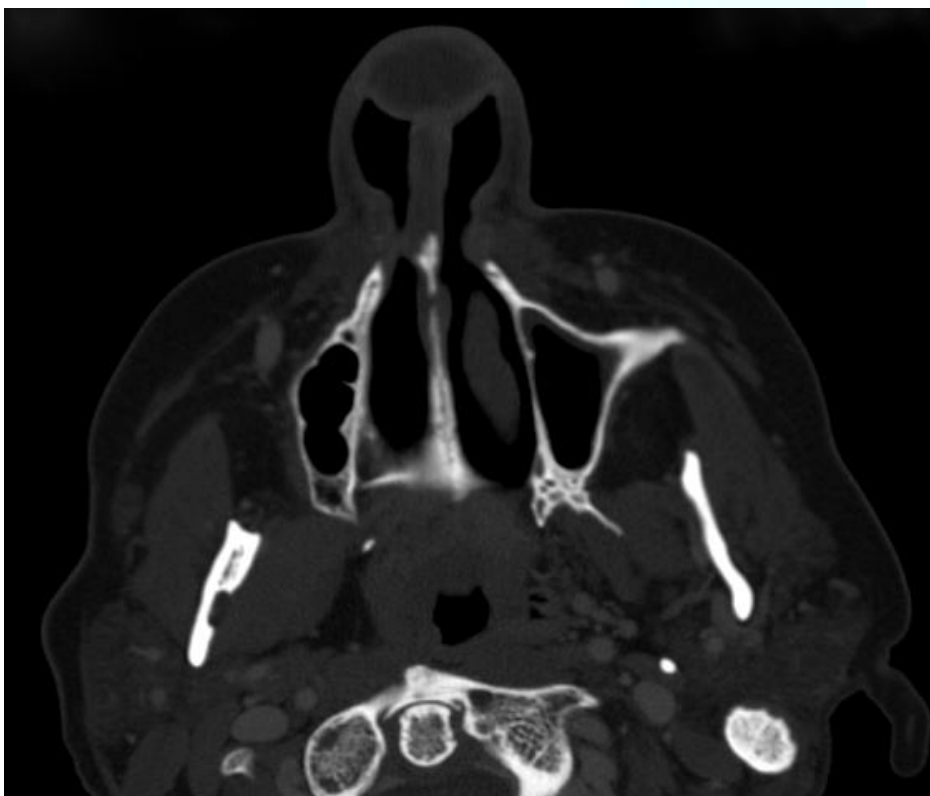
TAC con contraste endovenoso. Se objetiva un absceso de la punta nasal.
